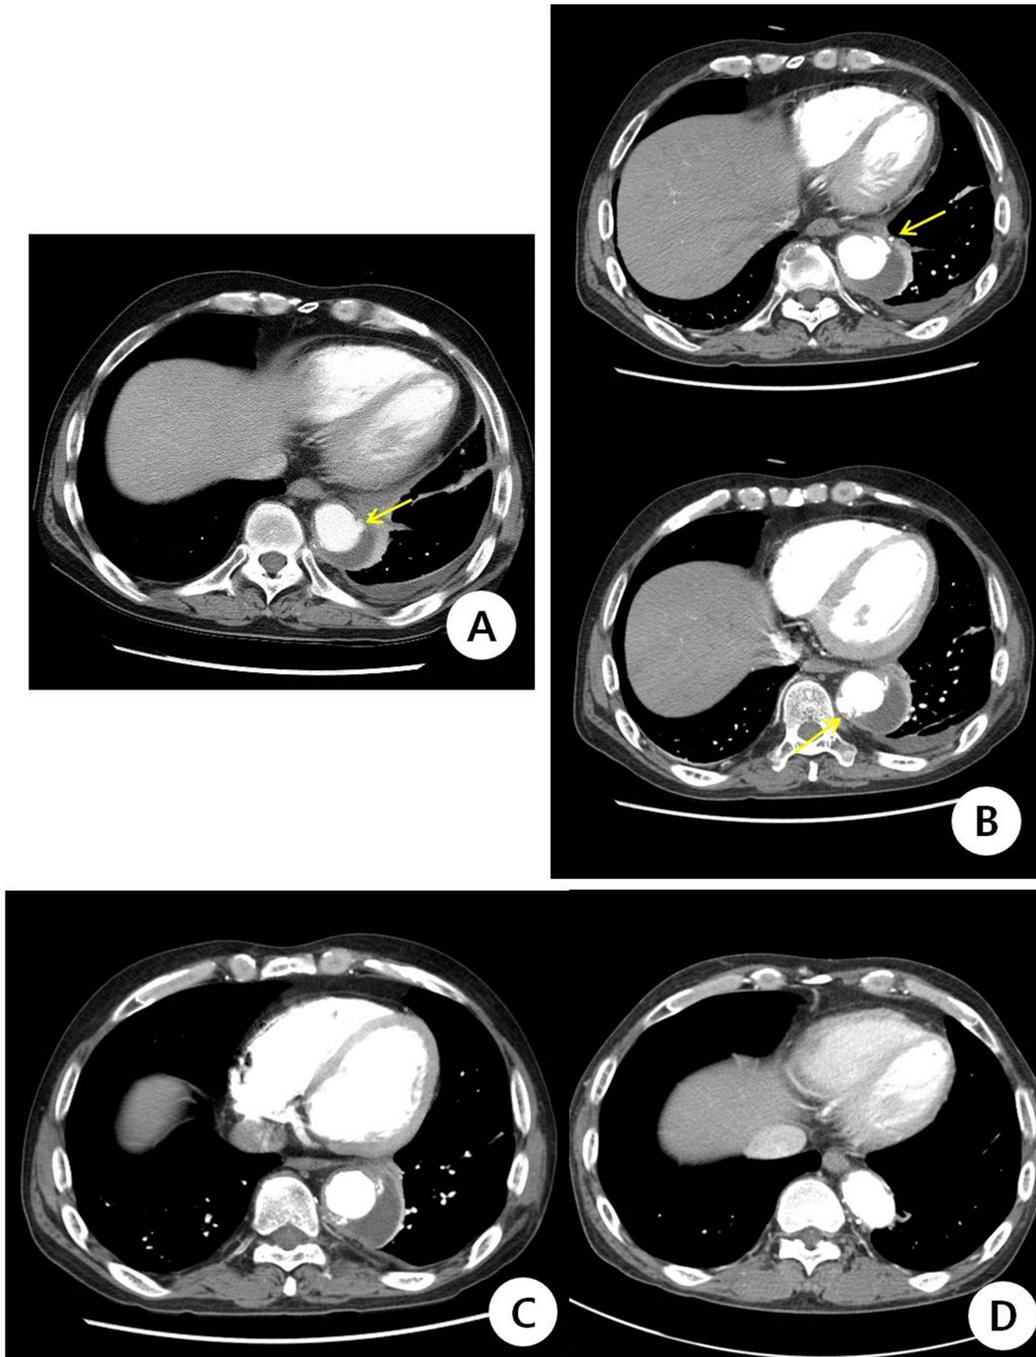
These are postoperative serial chest CT images. (A) One month later after patch repair, the relapse of a small aortic aneurysm (arrow) was suspected and postoperative hematoma was detected around descending thoracic aorta. (B) Two months later after patch repair, the size of previous small aortic aneurysm was increased and another new small aortic aneurysm was noted (arrow). (C) After TEVAR, newly developed aneurysm were decreased in size, but the hematoma was detected constantly. (D) Four years later after TEVAR, no more aortic aneurysm was detected and the hematoma was disappeared, too.
